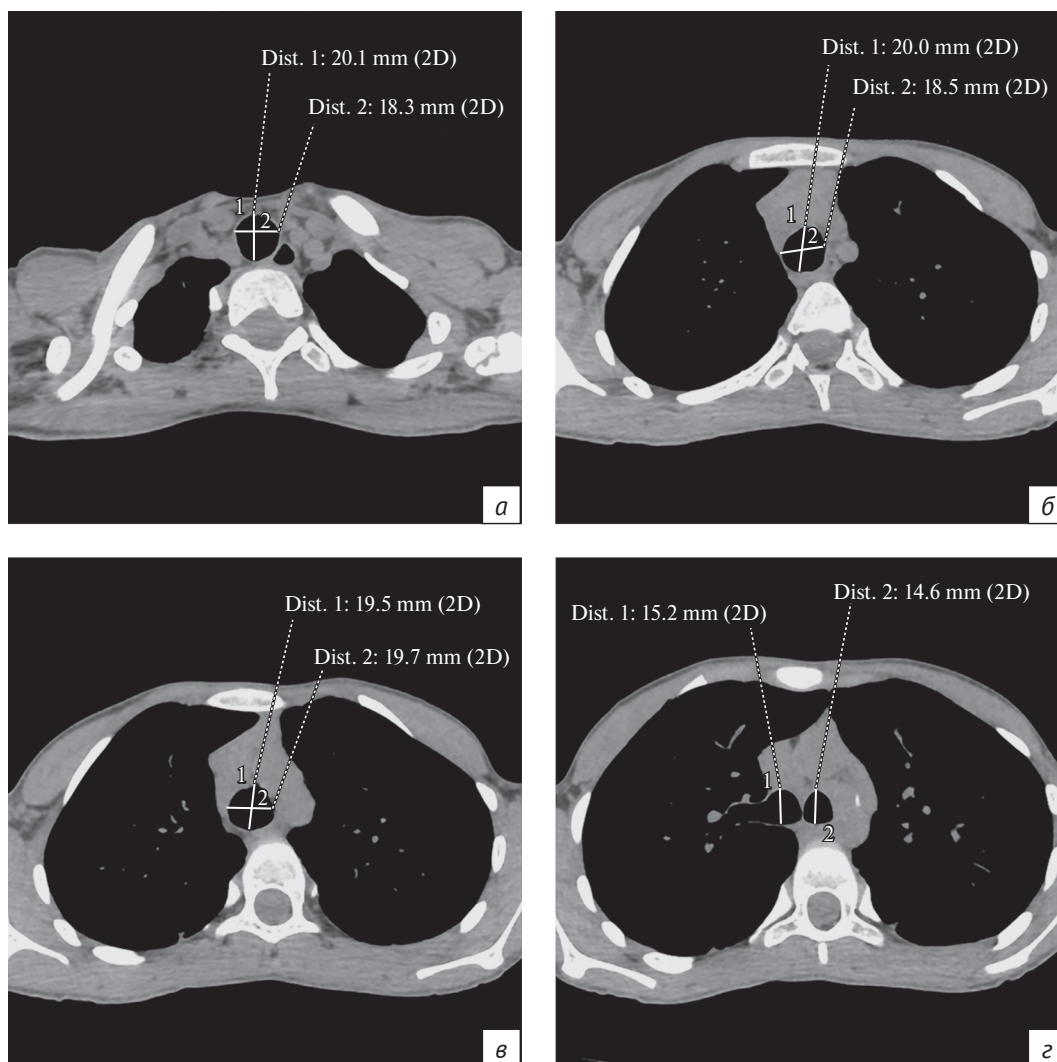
КТ грудной клетки в аксиальной проекции (мягкотканое окно): переднезадние и поперечные измерения просвета трахеи на уровне яремной вырезки (а), чуть выше дуги аорты (б), на уровне дуги аорты (в). Измерения переднезаднего размера главных бронхов (г)
